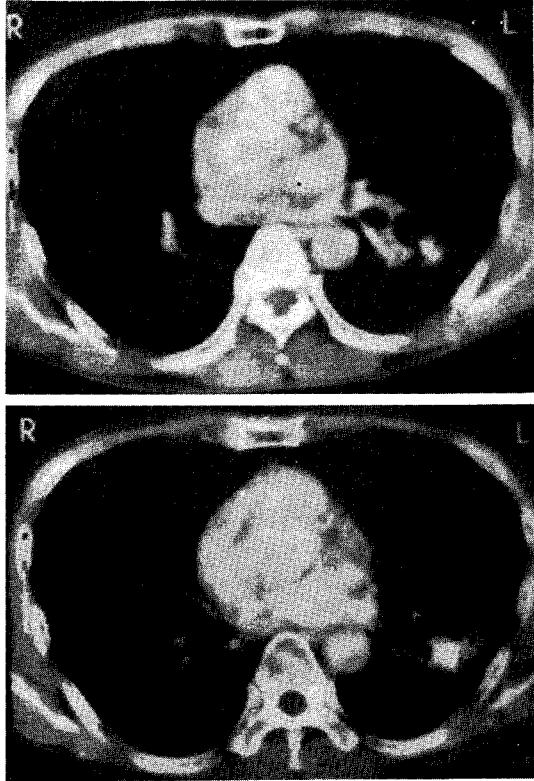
Chest CT scan shows round, lobulated mass density in superior segment of left lower lobe with central coarse calcific density and surrounding infiltration.
